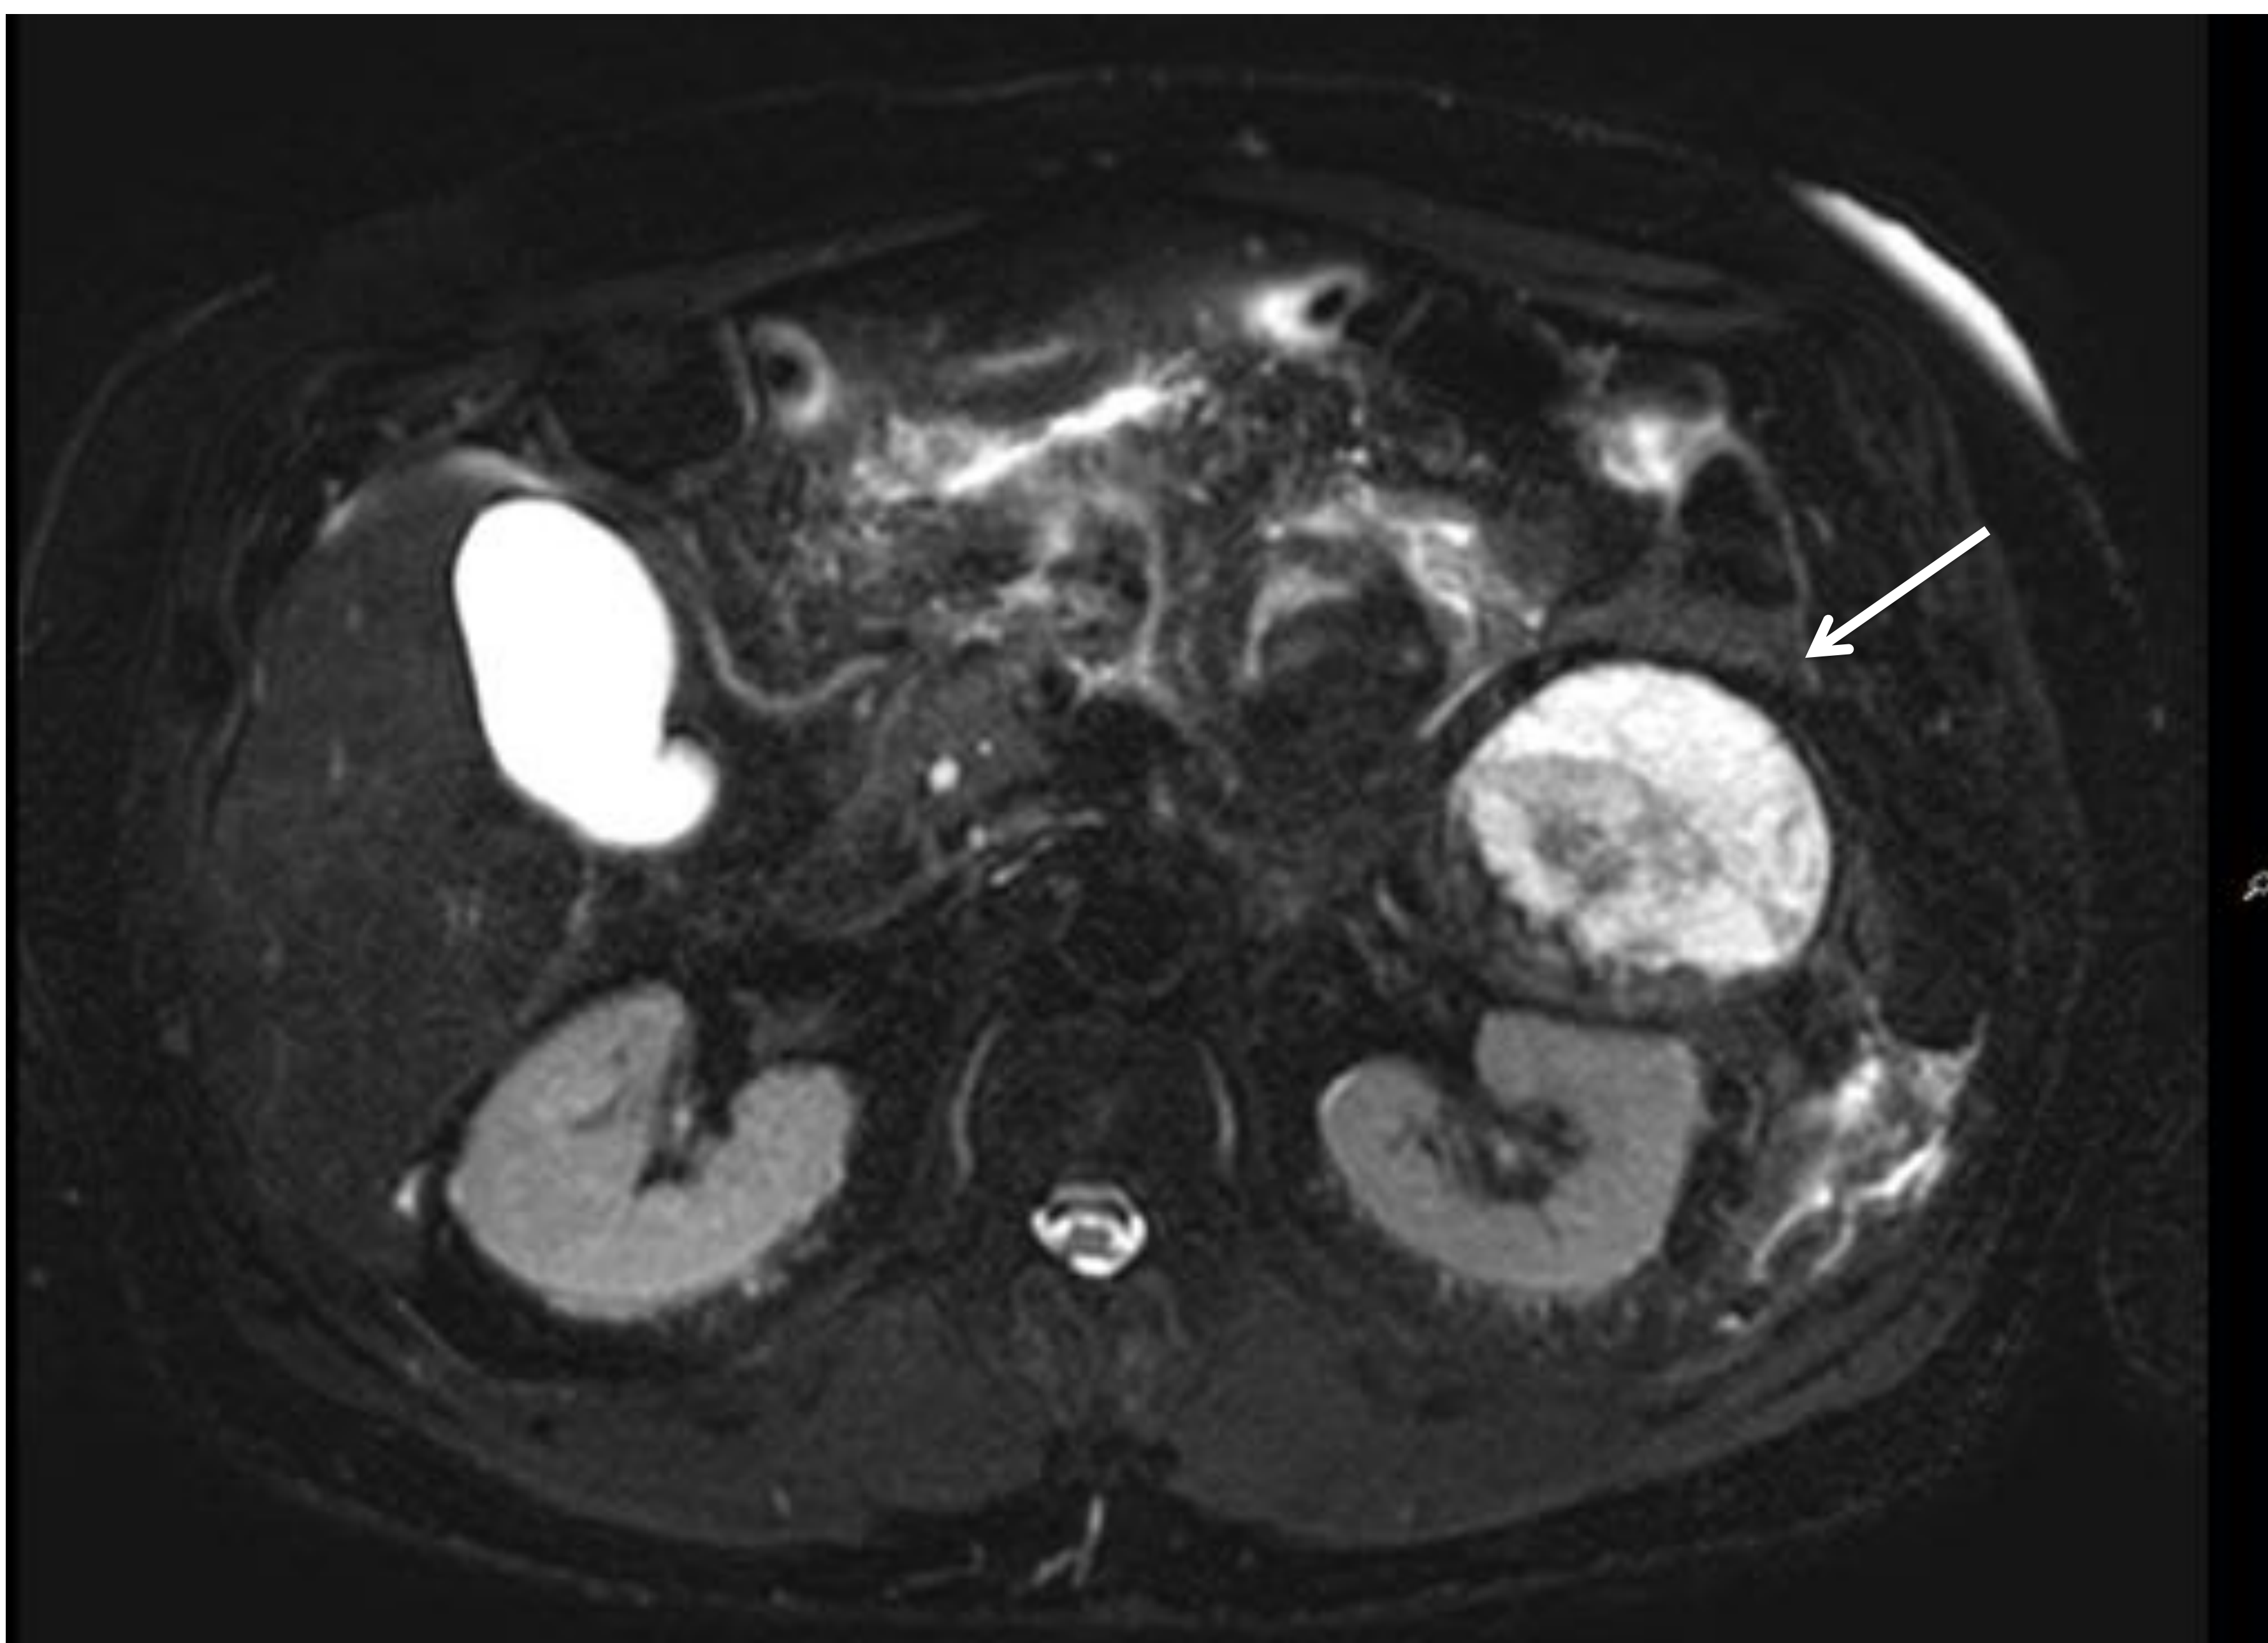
PA necrotizante, hombre de 51 años. RM (T2) muestra una necrosis pancreática encapsulada (flechas) con residuos sólidos necróticos en su espesor.
